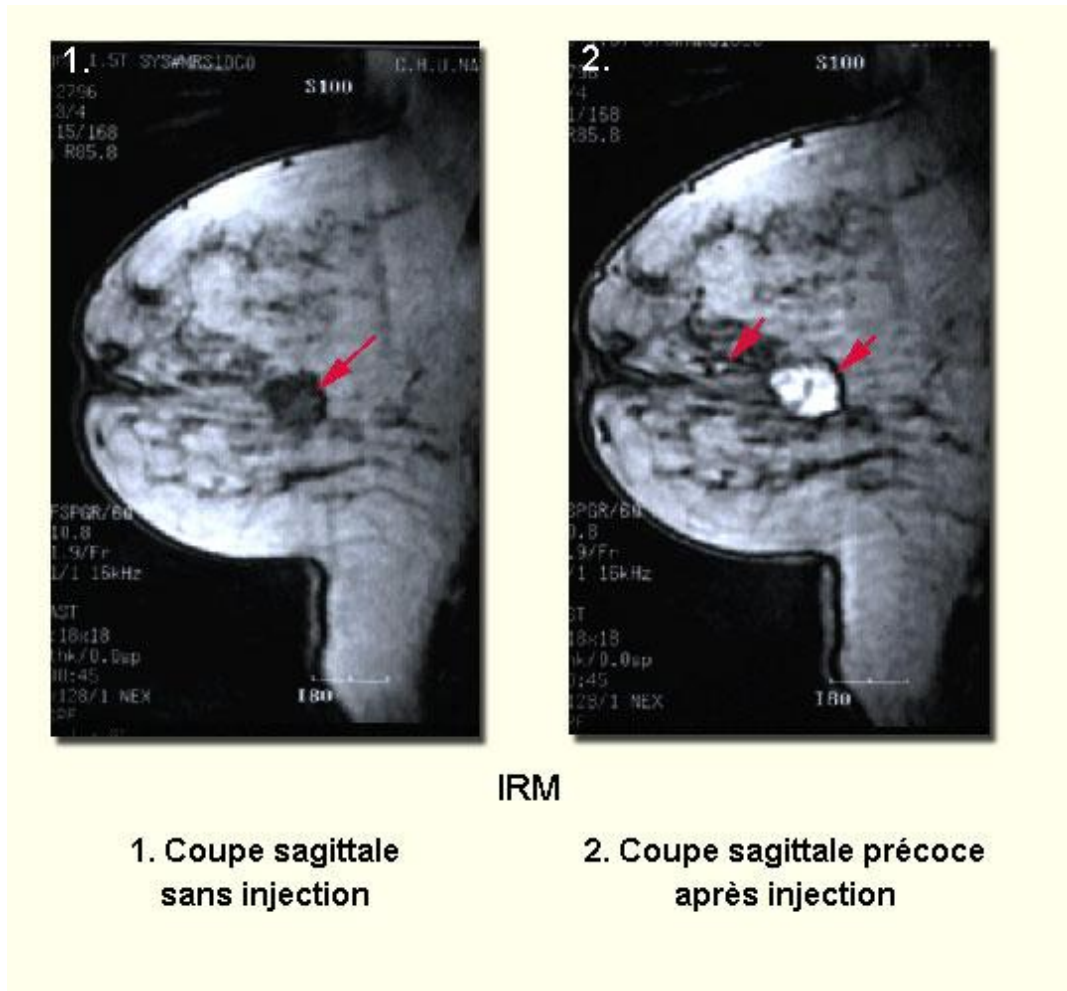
1. IRM Coupe sagittale sans injection : Image nodulaire à contours irréguliers.
